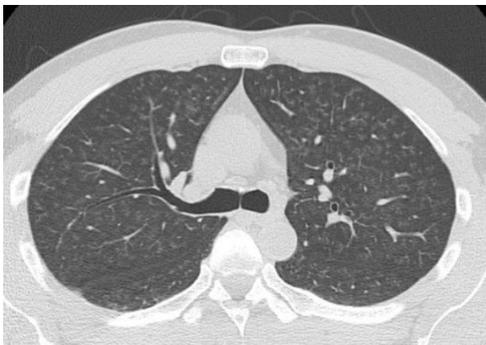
溶接工肺 肺野 HRCT 小葉中心性すりガラス影 両側肺野にびまん性に小葉中心性のすりガラス影を認める。
